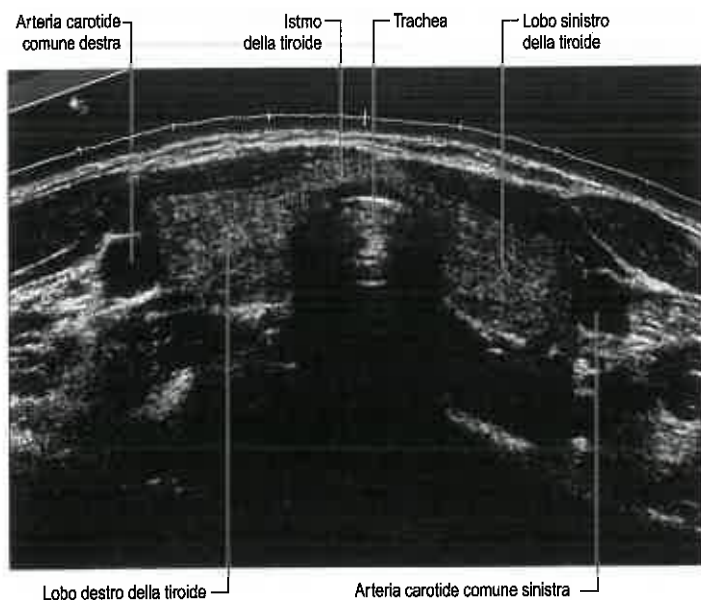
Ecografia tiroidea.
